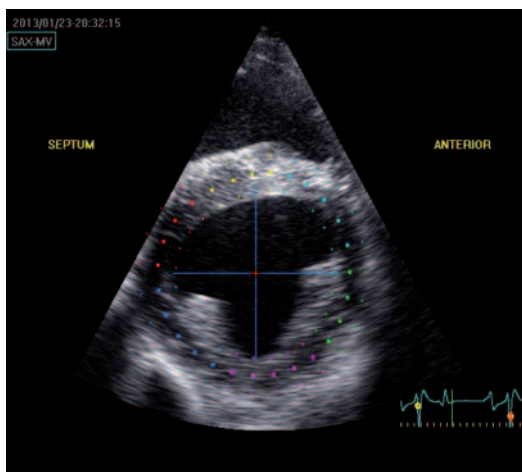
RKDKA unterhalb der Mitralklappe, nach dem Einzeichnen der zirkulären ROI für die Speckle Tracking Analyse. | *Right parasternal short-axis echocardiogram below the mitral valve after positioning of a circular ROI for speckle tracking analysis.*
